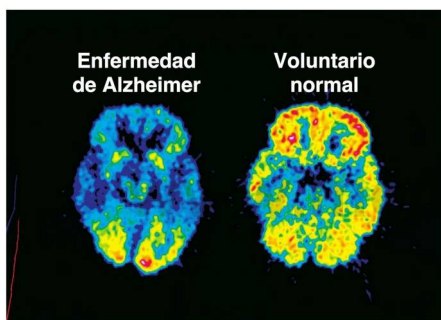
■ PET que compara la actividad metabólica de un encéfalo normal y del encéfalo de un sujeto con una enfermedad de Alzheimer. Los colores rojo y amarillo indican niveles de actividad altos; los colores azules representan niveles de actividad bajos.
